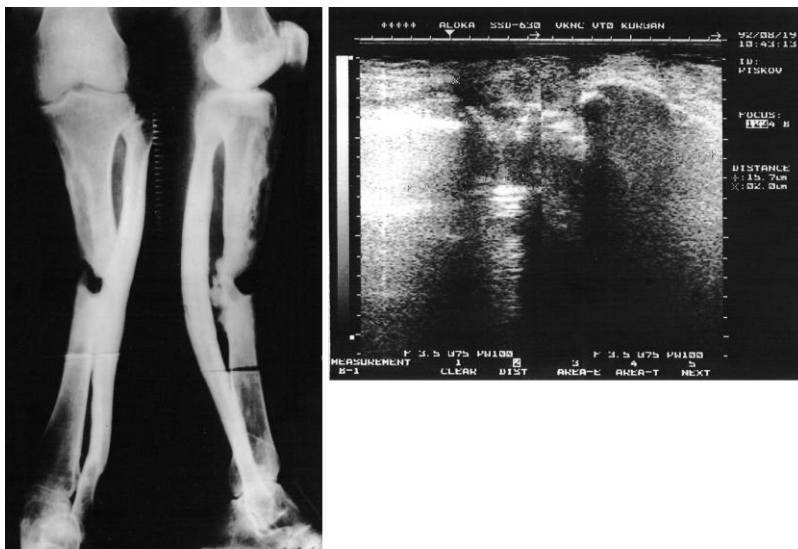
Рентгенограмма (а) и сонограмма (б) костей голени больного Р. с нарушением целостности кортикальной пластинки. Диагноз: посттравматический хронический остеомиелит. Краевой дефект большеберцовой кости.
